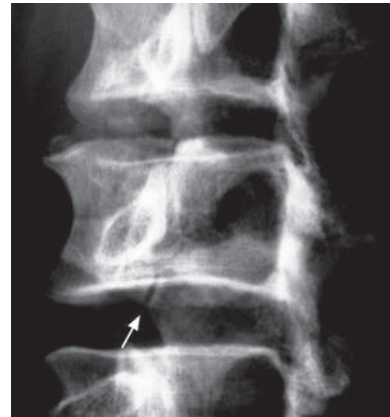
Radiographie de rachis lombaire de $\frac{3}{4}$ montrant une lyse isthmique (flèche).
